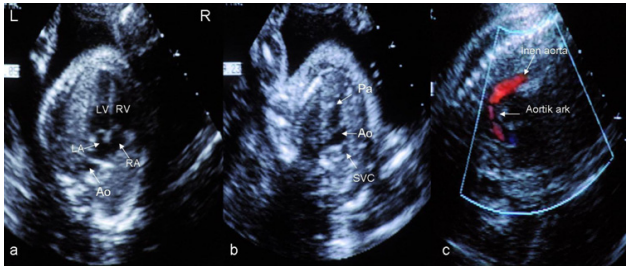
Fetal ekokardiyografide standart görüntüler a) dört boşluk b) kısa eksen (üç damar) c) aortik ark görüntüsü. L sol, R sağ, LV sol ventrikül, RV sağ ventrikül, LA sol atriyum, RA sağ atriyum, Ao aorta, Pa pulmoner arter, SVC superior vena kava.
